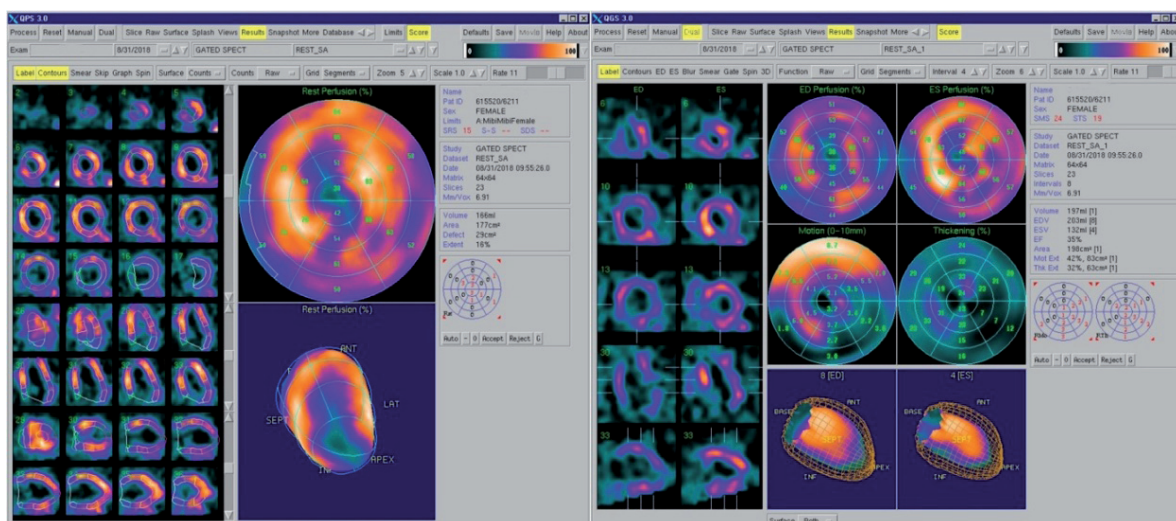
Ambulantne prekonaný IM –pozitívny nález pri scintigrafickom vyšetrení, doporučená SKG.
